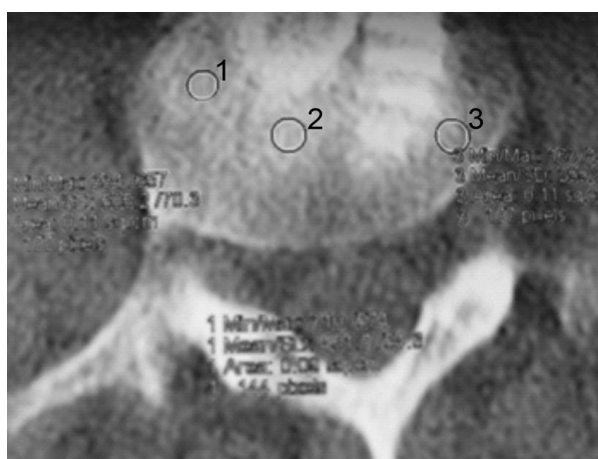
Компьютерная томограмма позвоночника пациента К., 45 лет, через 6 месяцев после операции: срез на уровне полюса (метка 2) костного трансплантата комбинированного протеза. Плотности костной ткани (метки 1, 2, 3 по Хаунсфилду) идентичны (1270 ед), что доказывает сращение трансплантата с телом позвонка
